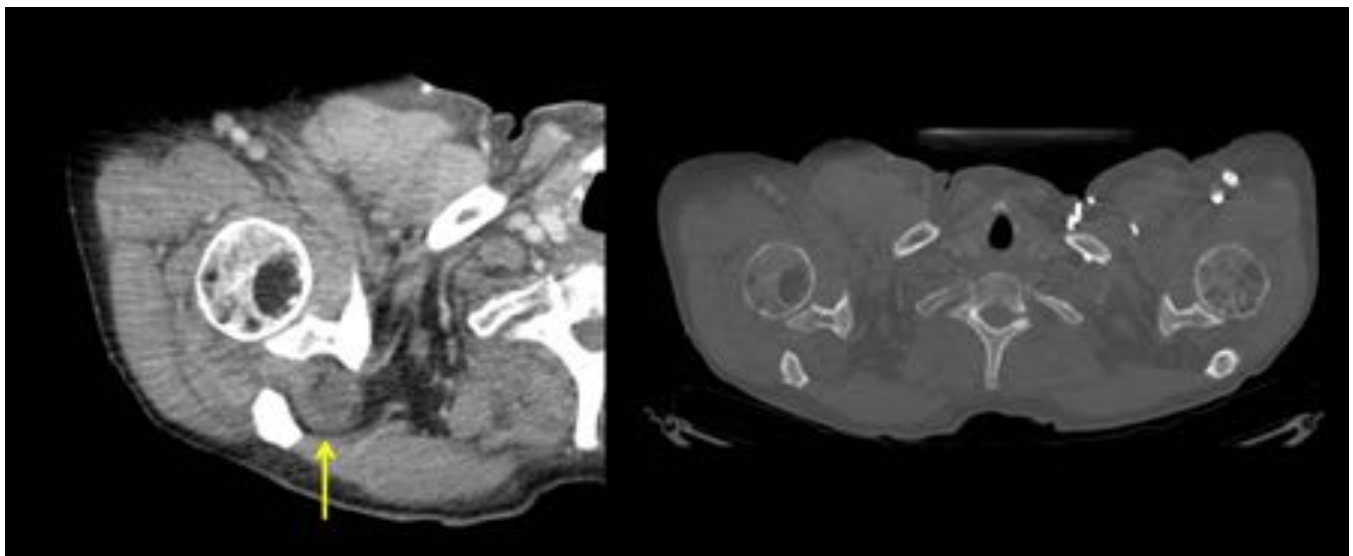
CASO 12 - TC TAP. Masa de partes blandas con captación periférica que infiltra los músculos supra e infraespinoso derechos y contacta con la cabeza humeral derecha (flecha amarilla). En la imagen de la derecha, lesiones líticas en ambas cabezas humerales.
